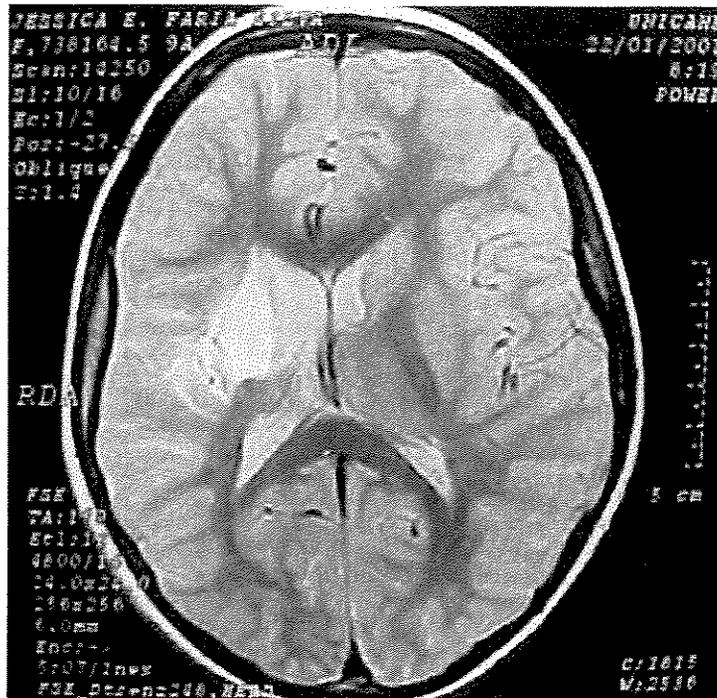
Sujeito 4 JEF RM do Crânio, em 22/01/2001, paciente acometida por DCVI aos 4 meses de idade
